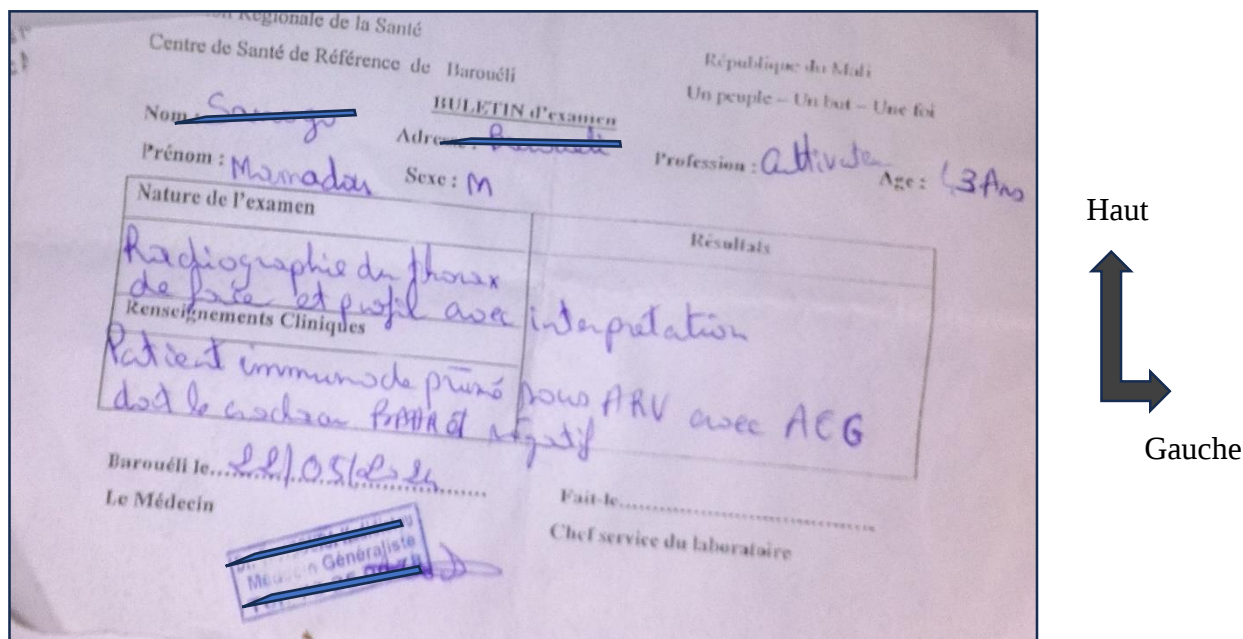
Bulletin de radiographie du thorax non conforme, provenance du CSCOM de Baraouéli, prescrit à Date du 22/05/24 par Dr KT pour Mr MS où la finalité (question posée) était absente
